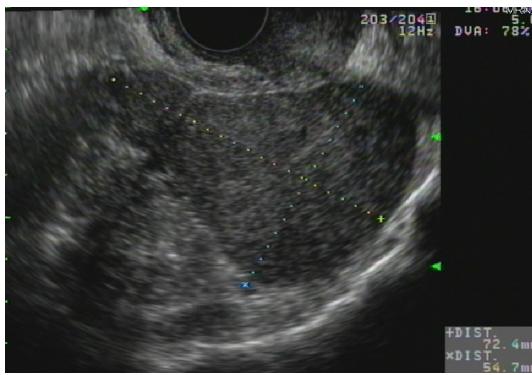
Gynecologic ultra-sonographic finding of  $7.2 \times 5.4 \text{ cm}$  sized hypo-echoic mass on the cervical stump.
